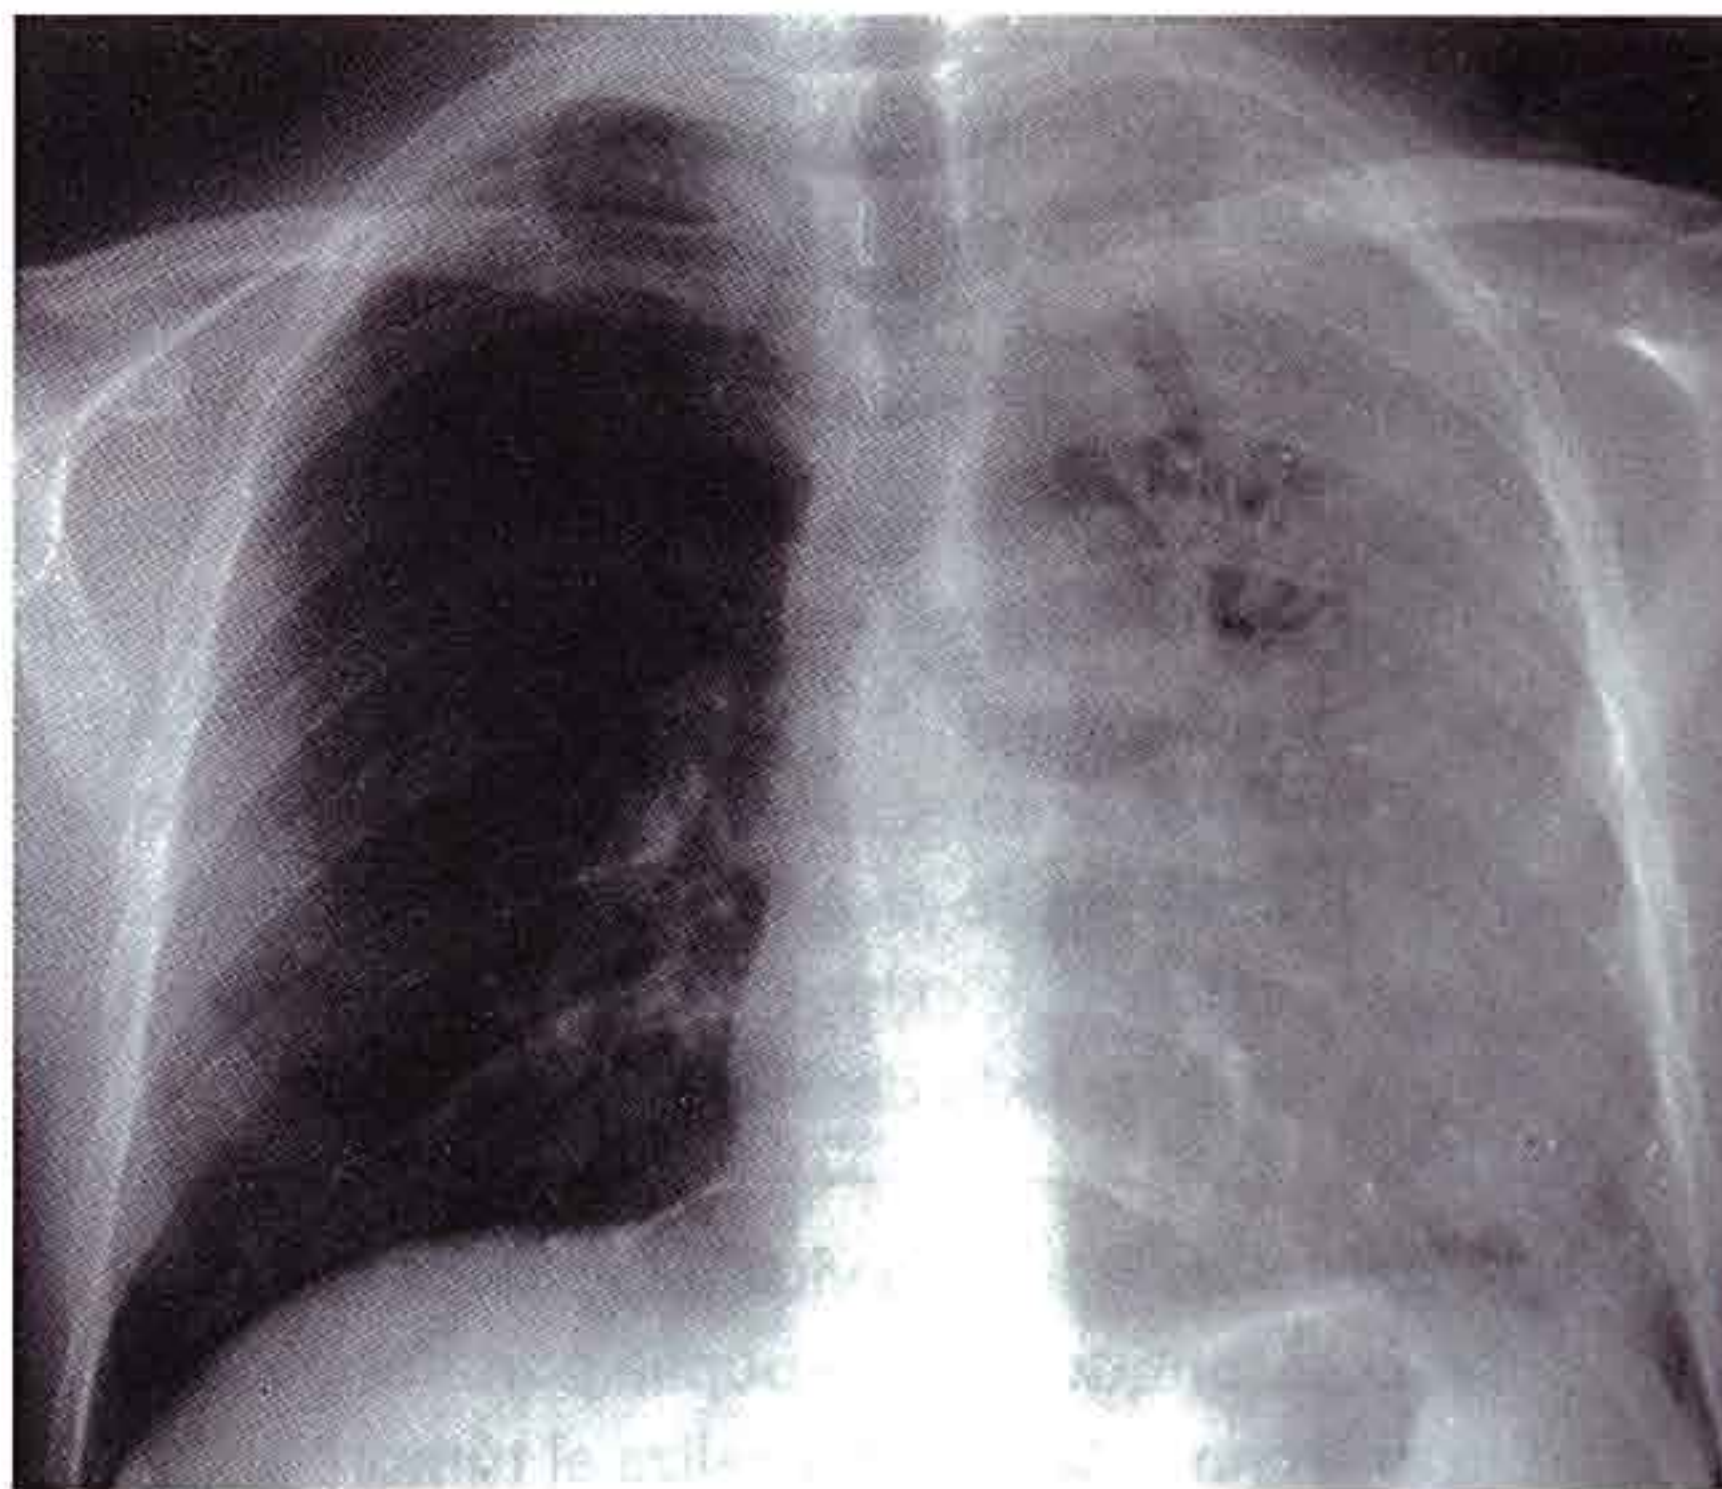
Radiografía de tórax que muestra una infección en el lóbulo superior izquierdo.
